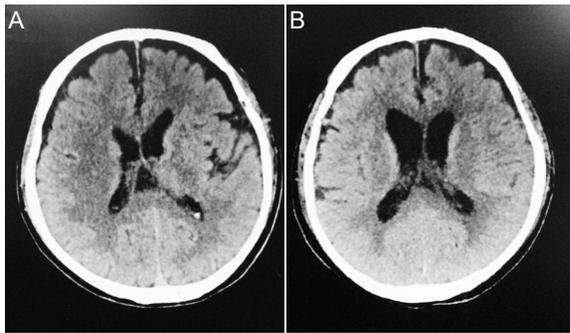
2019年8月27日(A)及2019年9月5日(B)患者头颅CT
